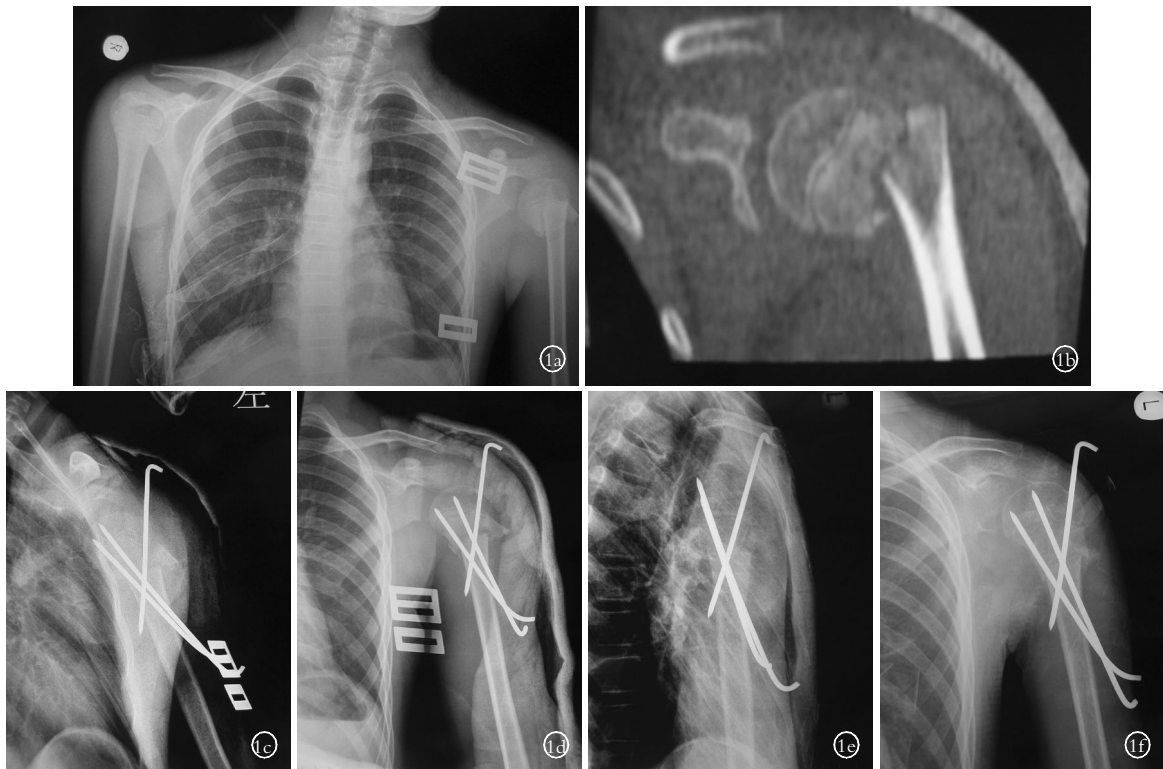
患儿,女,9岁,摔伤 1a,1b.术前 X 线片及 CT 检查显示为肱骨近端移位骨折 1c,1d.术后复查 X 线片显示骨折复位良好,固定在位 1e,1f.术后 6 周复查 X 线片显示骨折初步愈合
